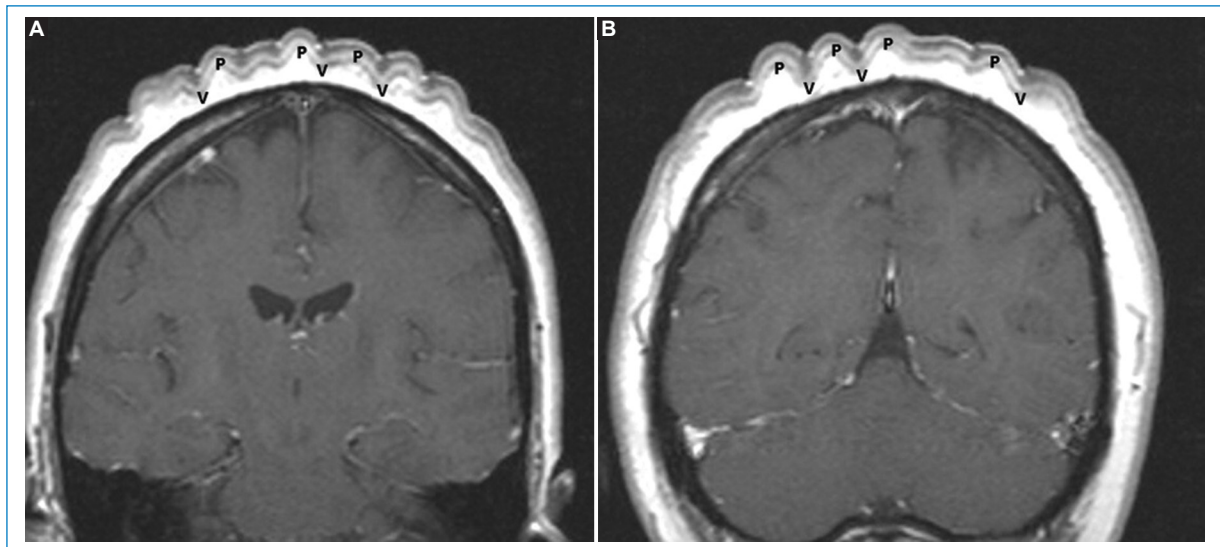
RM de cerebro. Cortes coronales T1 con gadolinio (A, B). Se aprecian múltiples pliegues en el CC, con picos (P) y valles (V), dando la apariencia de espículas o de una corona.
